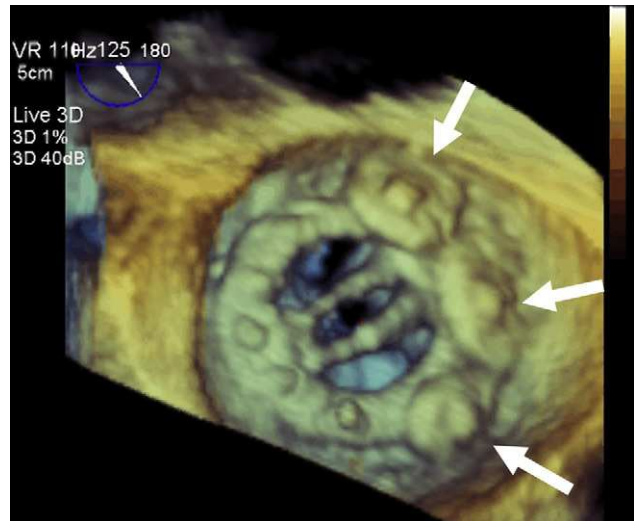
Ecocardiografía transesofágica tridimensional en el intervencionismo estructural. La imagen muestra desde el lado auricular una prótesis mecánica mitral, sobre la que se han colocado hasta tres dispositivos (flechas) de cierre para tratar una fuga perivalvular.
